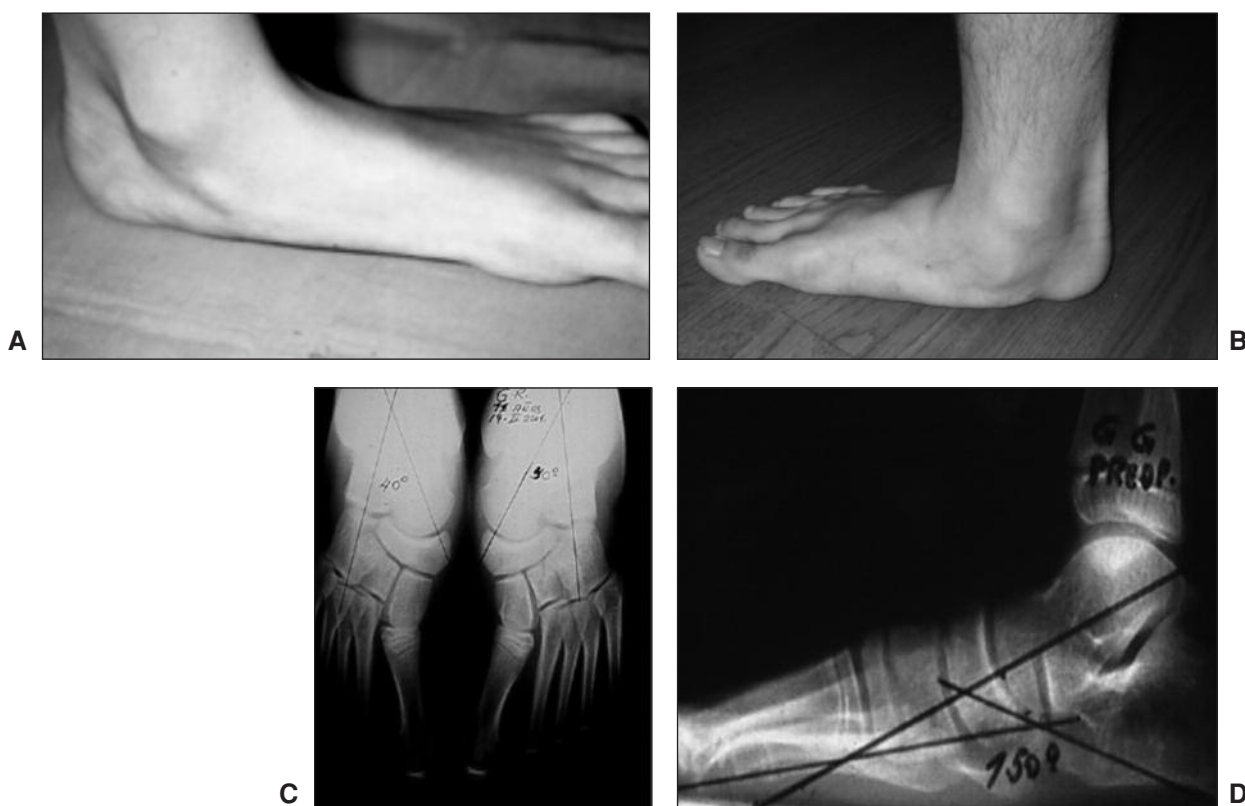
A, B, C y D. pie plano valgo y radiografías.
